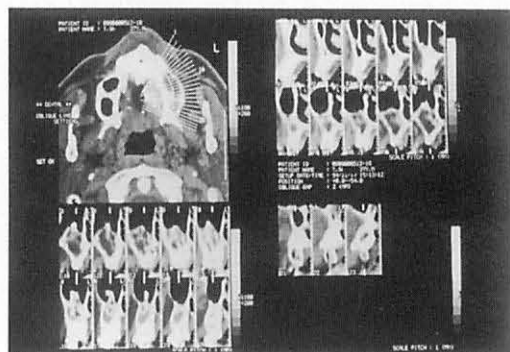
左側上顎洞サイナスリフト施行6か月後のCT像
